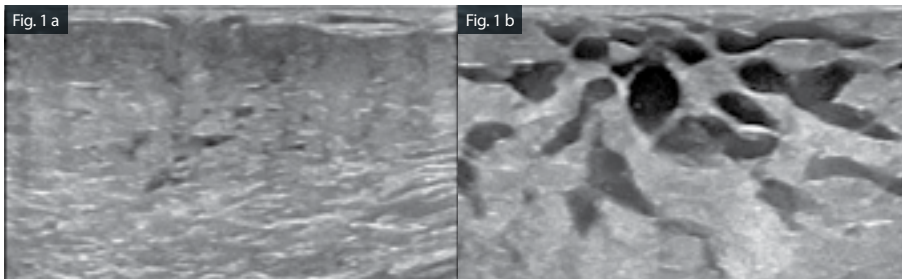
Aspectul ecografic al sânelui în cursul sarcinii și alăptării. În sarcină, țesutul glandular are un aspect difuz hipoecogen (a), pe când în timpul alăptării, structura este hiperecogenă, cu ducte dilatate cu conținut anecogen (b) și cu vascularizație intensă (c)
